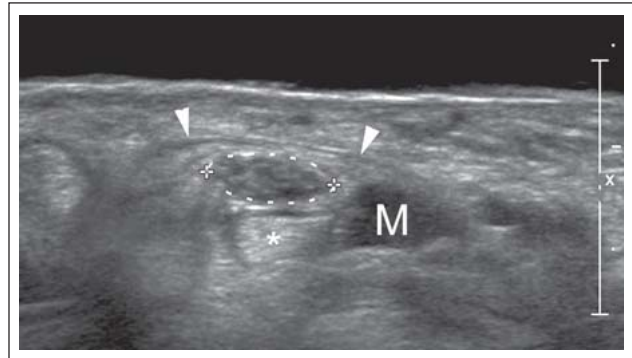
Sonographischer Querschnitt durch den Karpaltunnel einer Patientin mit klinischem Verdacht auf ein Karpaltunnelsyndrom. Der Nerv weist eine grenzwertige Querschnittsfläche von 0,11 cm² auf, allerdings zeigt sich bei Hyperextension ein weit unter das Ligamentum carpi transversum (Pfeilspitzen) reichender Muskelbauch (M). * : normale Beugesehne.
